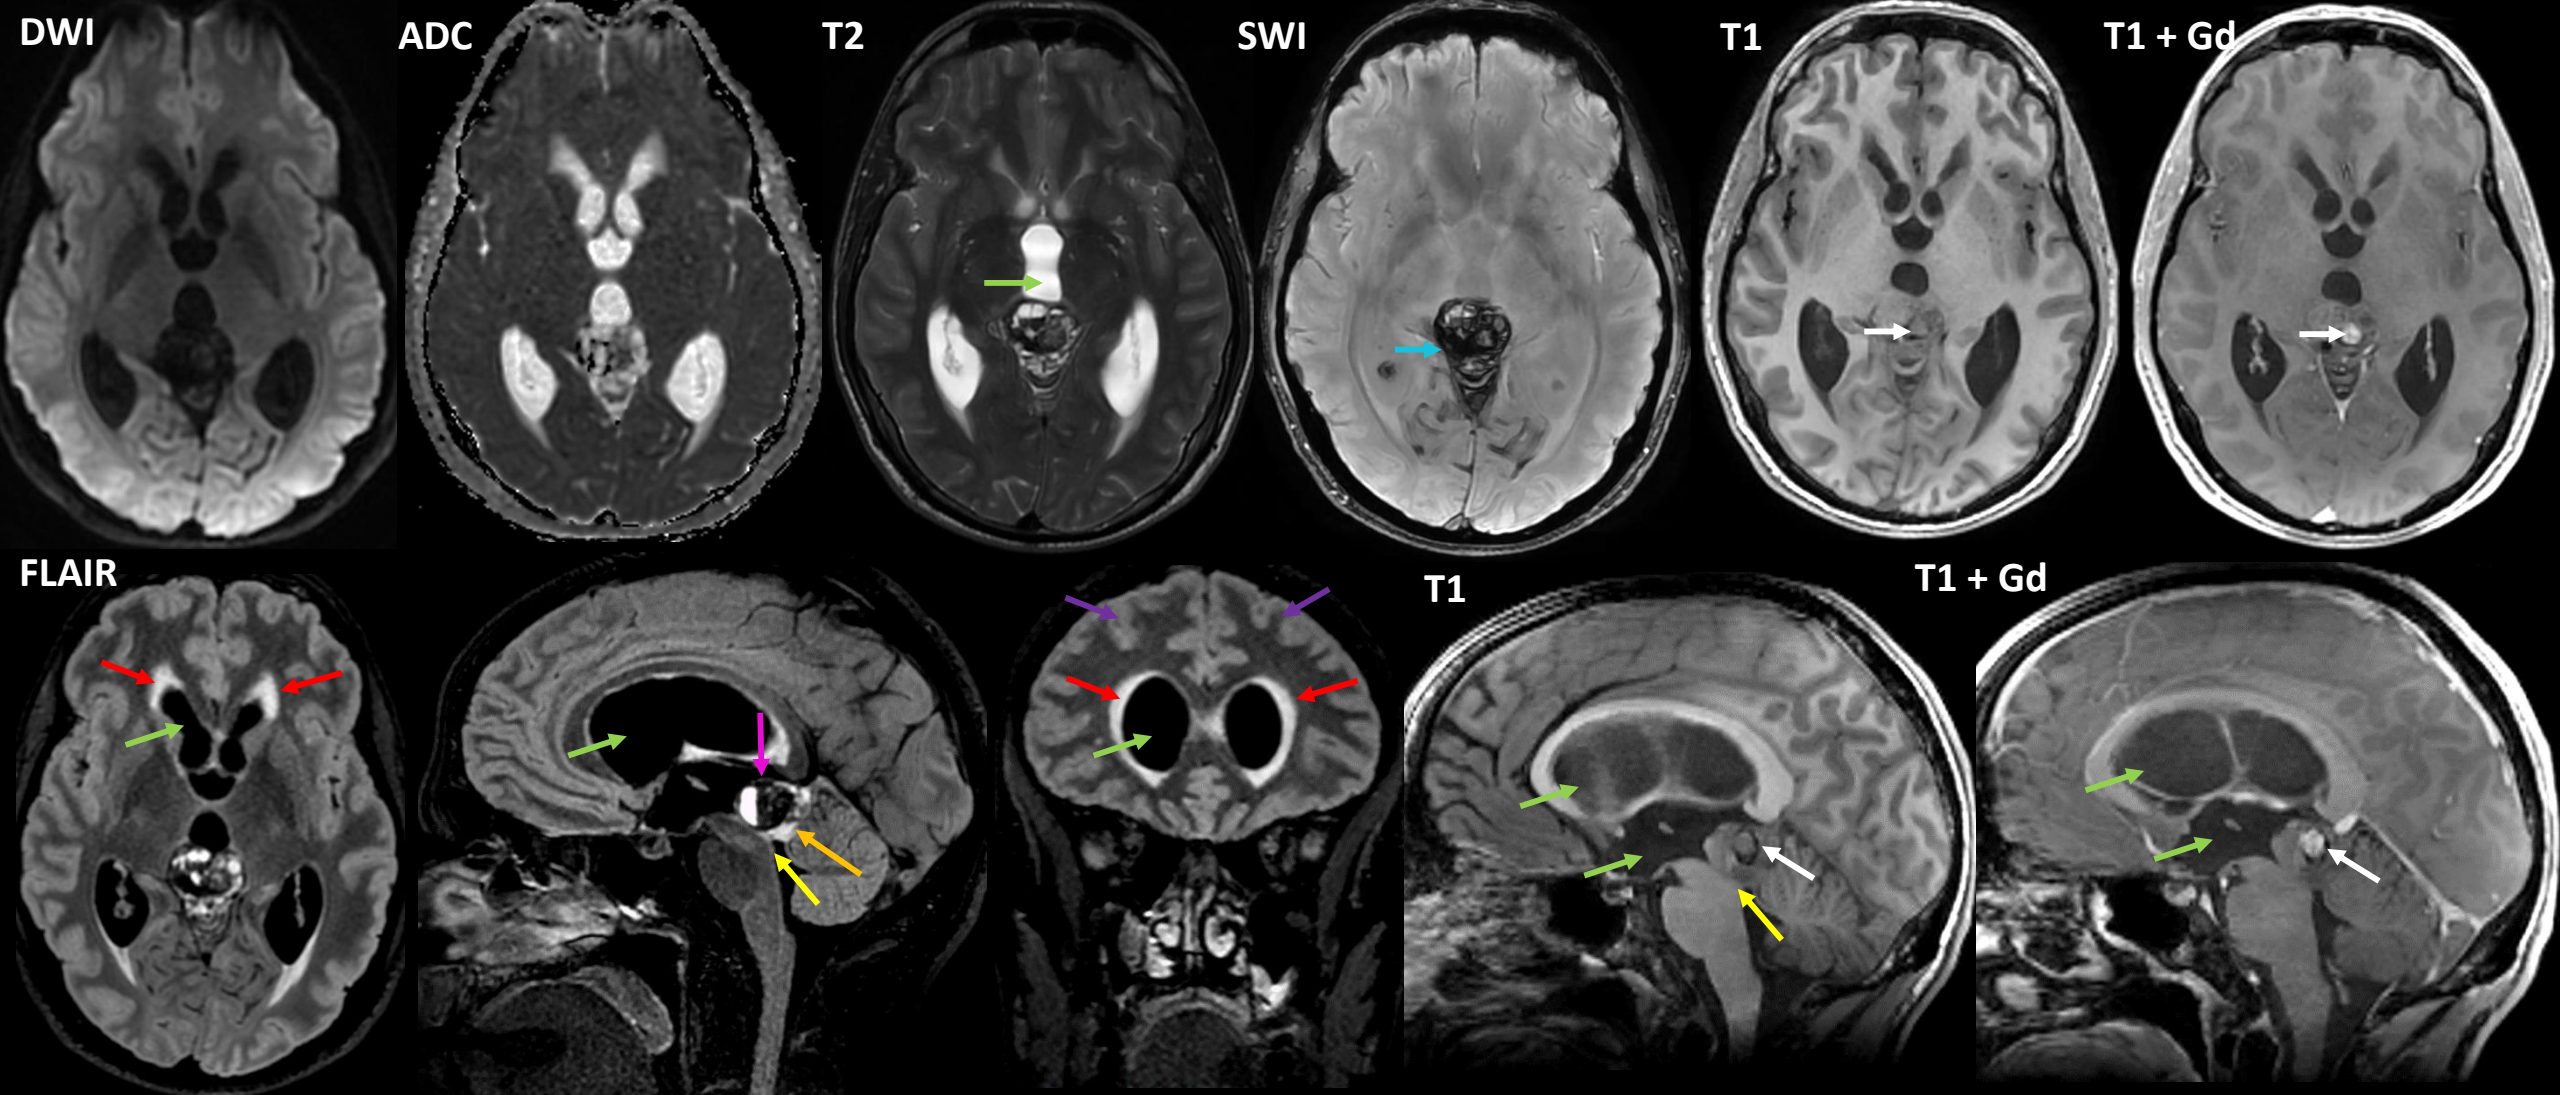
RM de encéfalo con contraste EV (axial, sagital y coronal)
